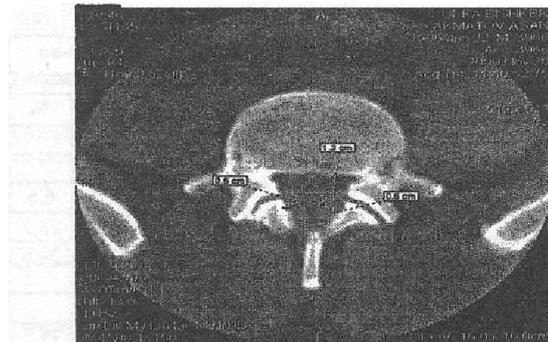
КТ: выраженная гипертрофия желтых связок с гипертрофией дугоотросчатых суставов
